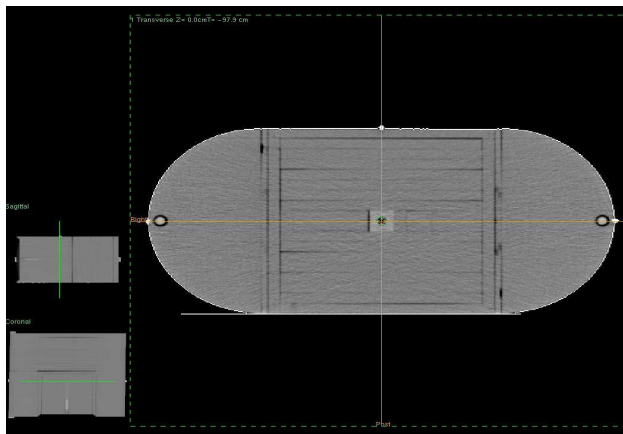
BT cihazında taranan YART fantomu
